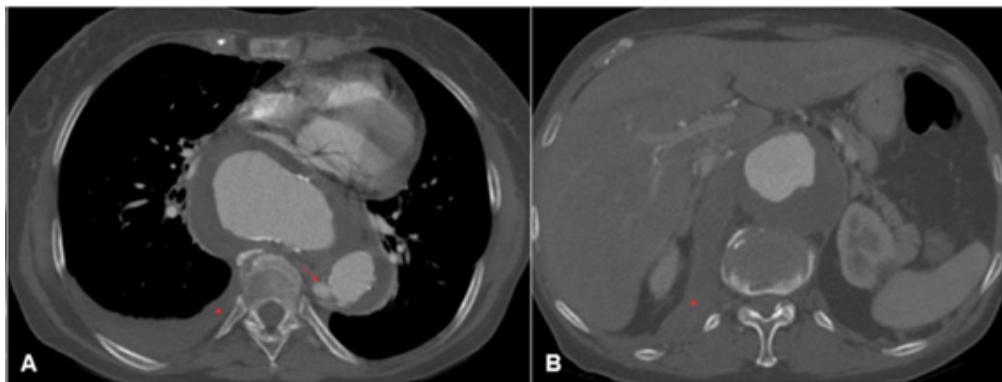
Angiotomografia em corte axial. A) Ruptura de aneurisma Crawford 2 com extravasamento de contraste (seta vermelha) e hemotórax (*); B) Ruptura de aneurisma Crawford 2 com hematoma retroperitoneal (*).
